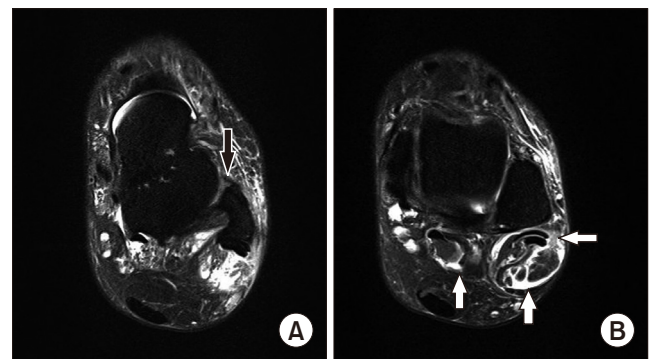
(A) The Anterior talofibular ligament is thin and has irregular margin and suspicious disruption of contour, meaning a chronic partial tear (black arrow). (B) Axial T2-weighted fat-suppression magnetic resonance image at the corresponding level shows fluid collection with frond-like proliferations of the synovium of the involved tendon sheaths and ankle joint, with low signal intensity of the hyperplastic fat tissues (white arrows).
